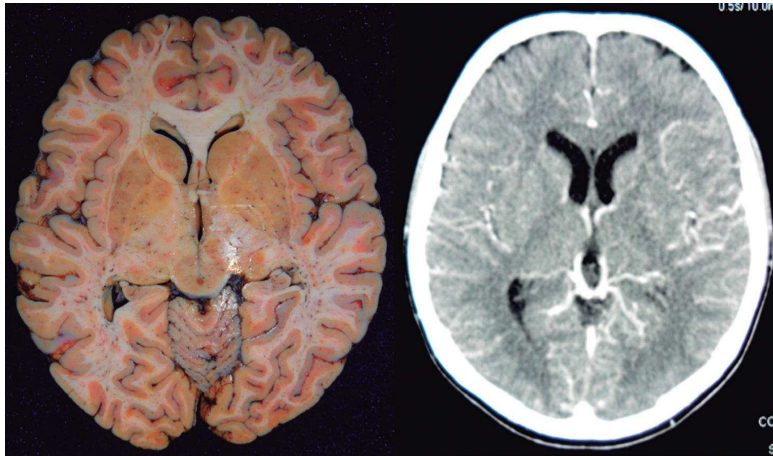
Correlación del valor imagenológico. A. Corte macroscópico del encéfalo. B. Tomografía Axial Computarizada practicada a la paciente días antes.
